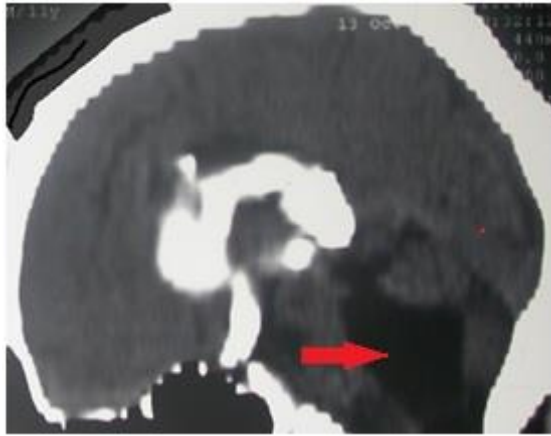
Больной С-ан Е.С., 15 лет, (И/б № 31205/С2016), д-з: Окклюзионная гидроцефалия. МСКТ-вентрикулография. Стрелкой указан не заполняющийся контрастным веществом IV желудочек
